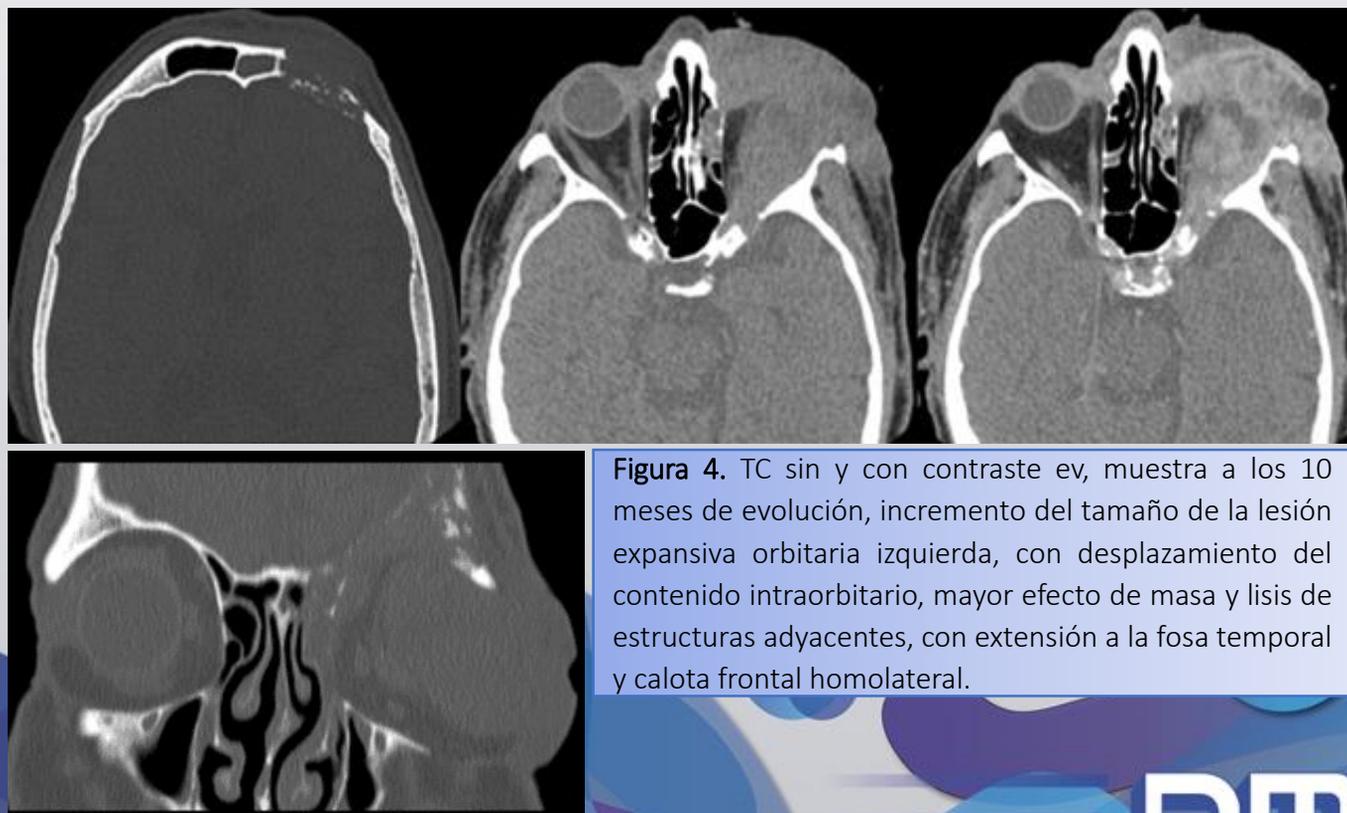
TC sin y con contraste ev, muestra a los 10 meses de evolución, incremento del tamaño de la lesión expansiva orbitaria izquierda, con desplazamiento del contenido intraorbitario, mayor efecto de masa y lisis de estructuras adyacentes, con extensión a la fosa temporal y calota frontal homolateral.
